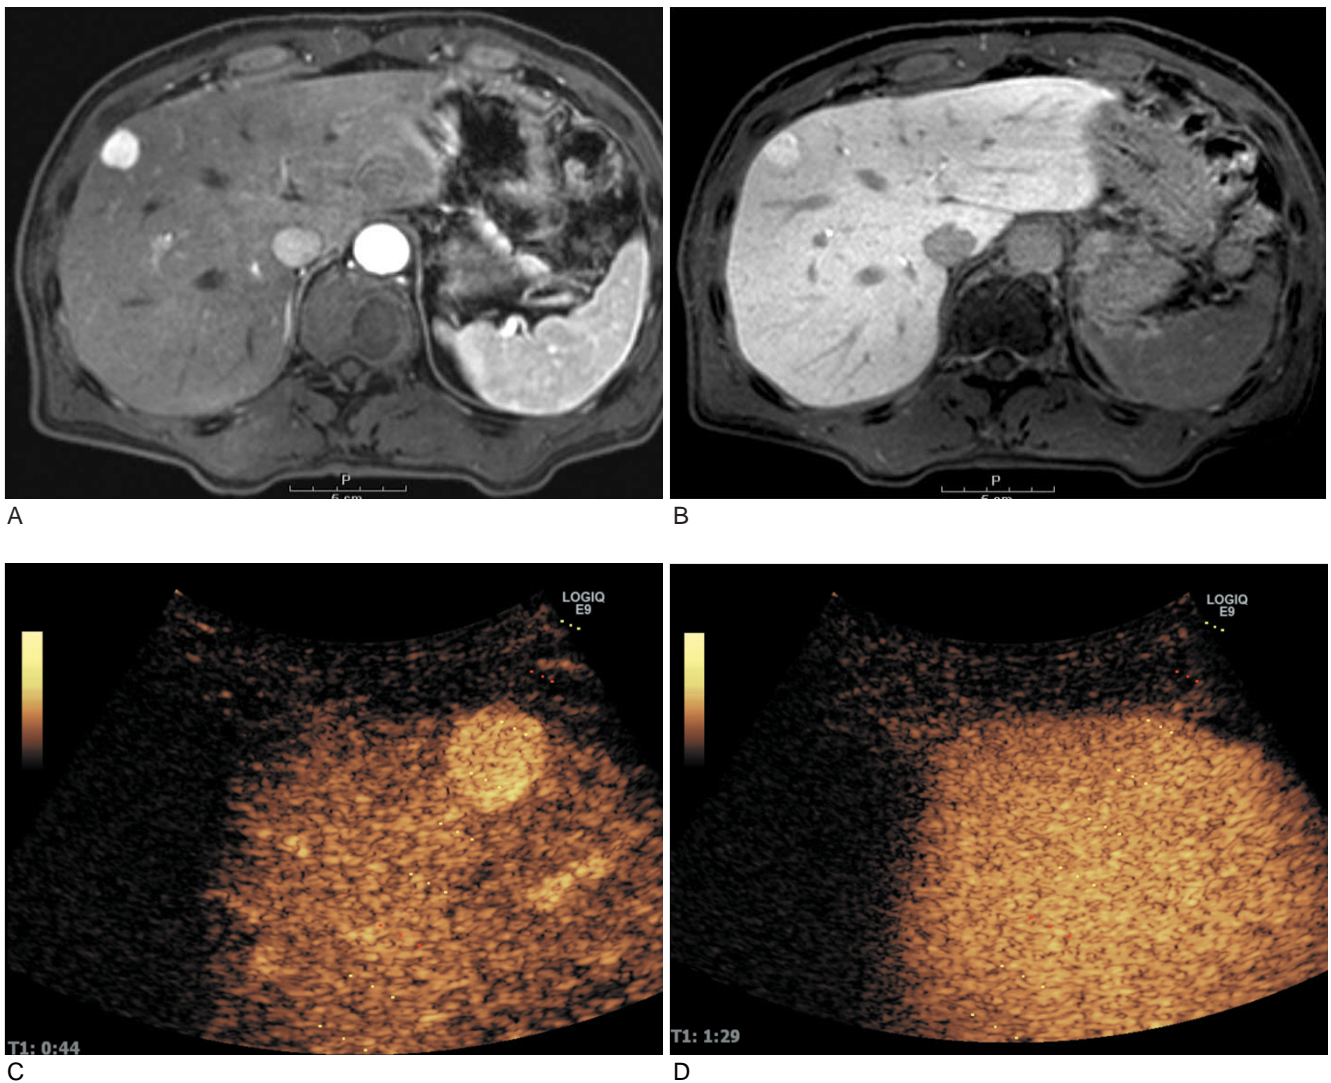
A. T1-weighted MR image shows hypervascular nodular lesion in the right lobe of the liver. B. On hepatobiliary phase, the lesion manifested high signal intensity compared to adjacent liver parenchyma. C. On arterial phase of contrast enhanced US, the lesion showed hypervascularity. D. On the portal venous phase, the lesion showed iso-echogenicity compared to the adjacent liver. The lesion was confirmed as the focal nodular hyperplasia by US guided biopsy.
